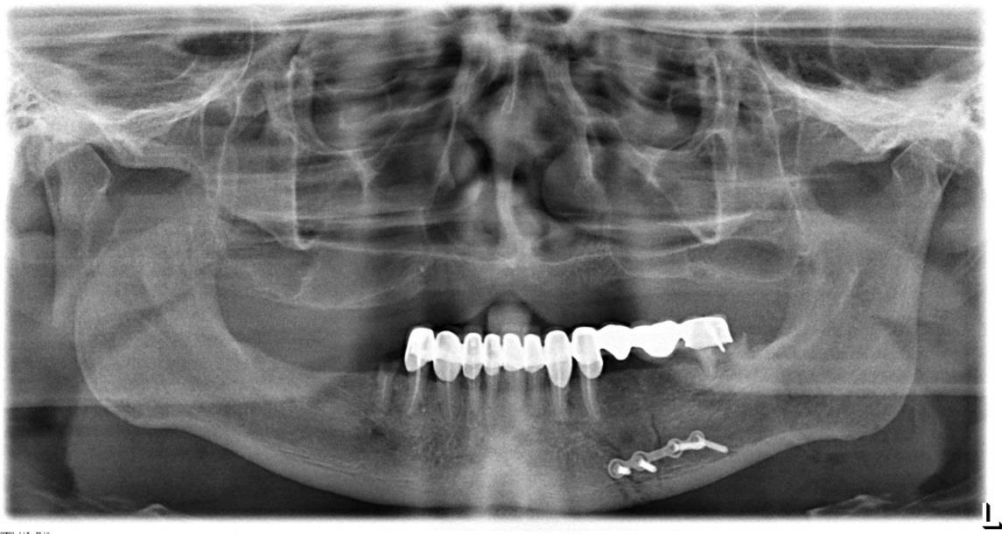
Контрольная ортопантомограмма пациента после операции. Костные отломки фиксированы титановой пластиной и винтами в правильное положение
